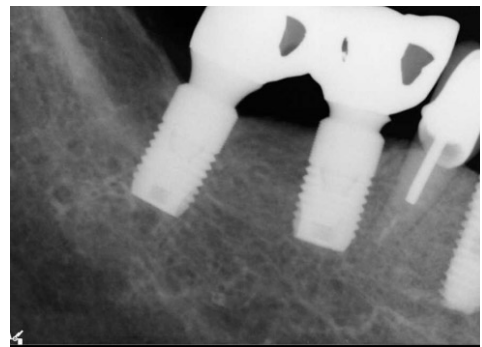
2011.4. Periapical radiograph taken three weeks after restoration. Second premolar was restored with zirconia crown onto metal post/core. First premolar was restored with zirconia crown onto implant either.
